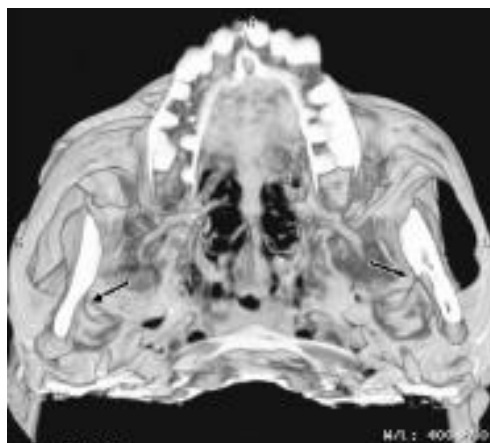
TC 3D, visão axial demonstrando uma direção mais realista das fraturas bilaterais do côndilo, melhorando a visualização da direção do deslocamento e as relações anatômicas (setas).
